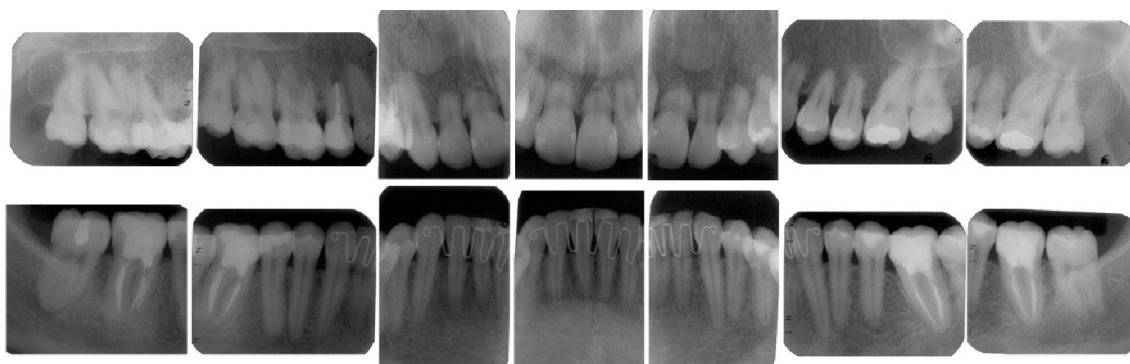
Exame radiográfico periapical completo pós movimentação dos incisivos inferiores.
